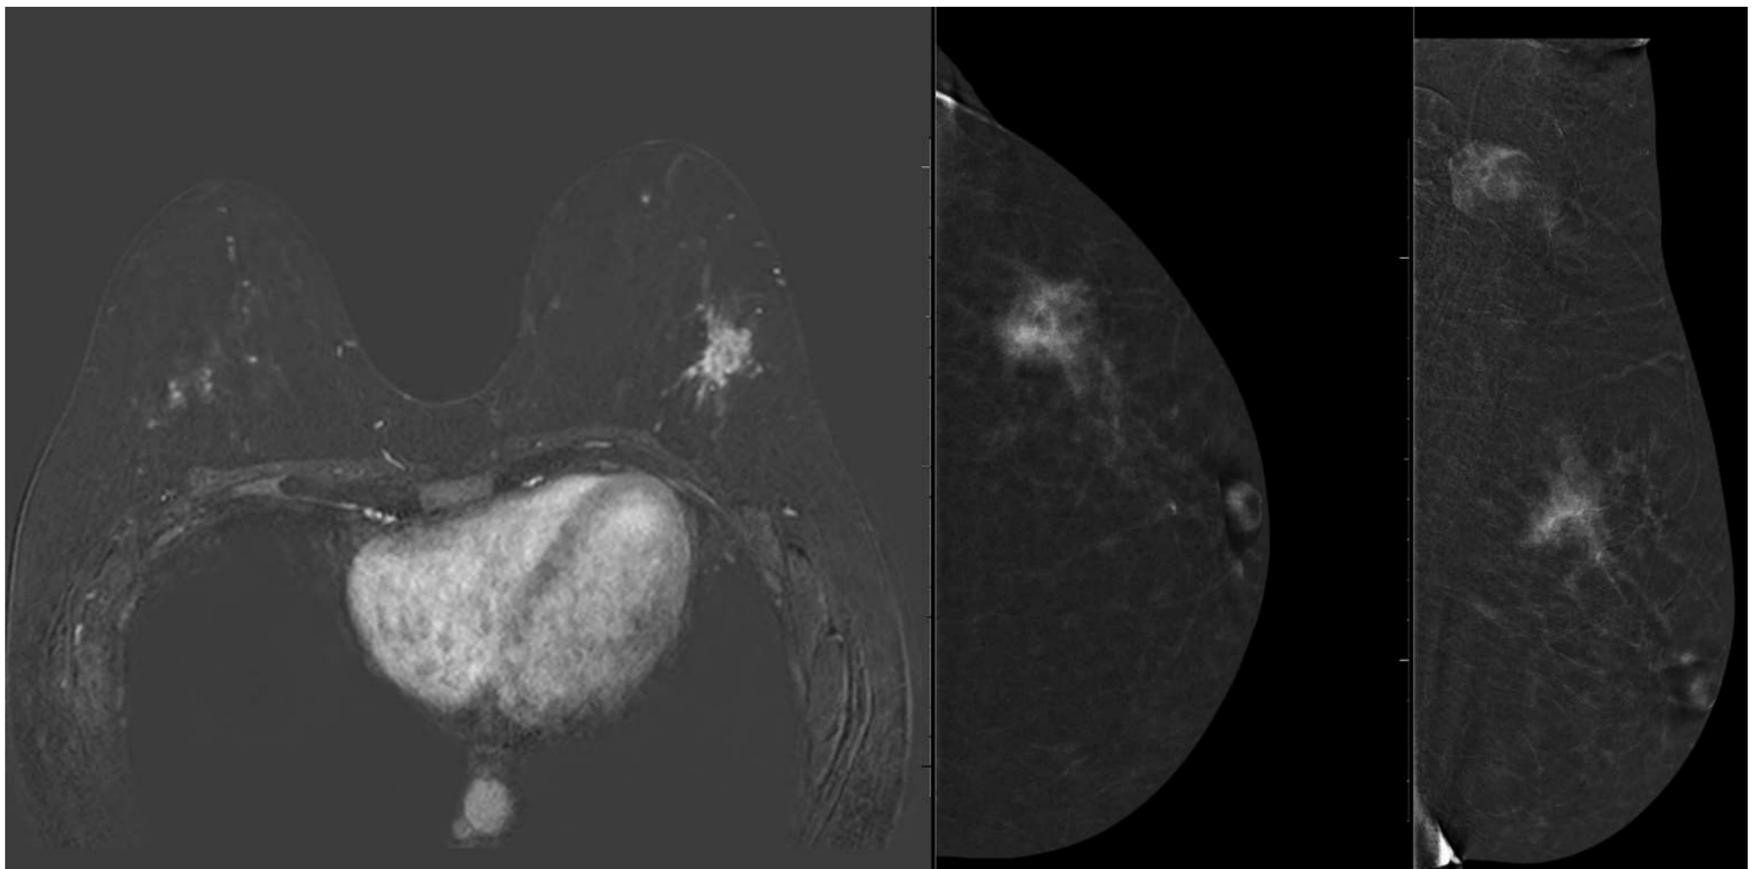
Imagen superior: Mamografía con contraste en las 2 proyecciones habituales. Imagen inferior: RM mamaria, secuencia THRIVE poscontraste con sustracción. Se puede apreciar una buena concordancia en el realce parenquimatoso de esta paciente (realce escaso).
